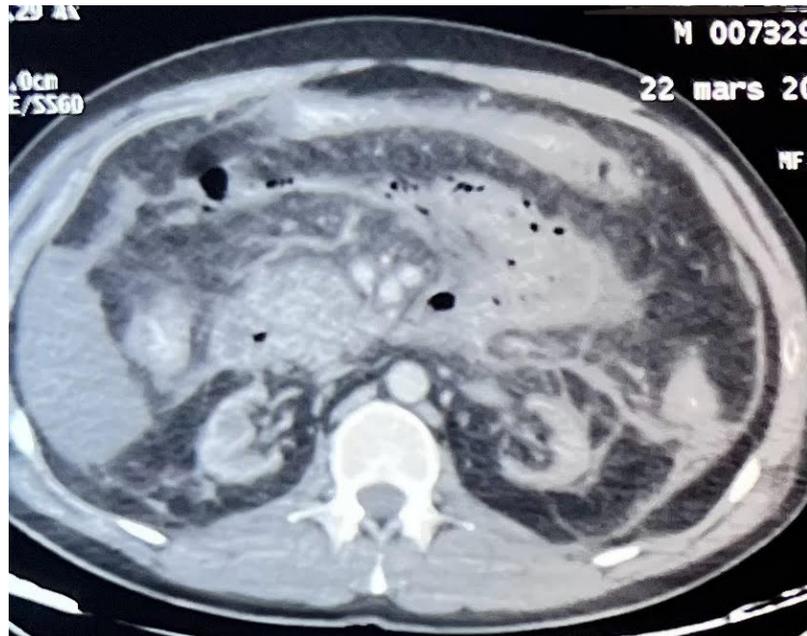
TDM abdominal montrant la coulée de nécrose
